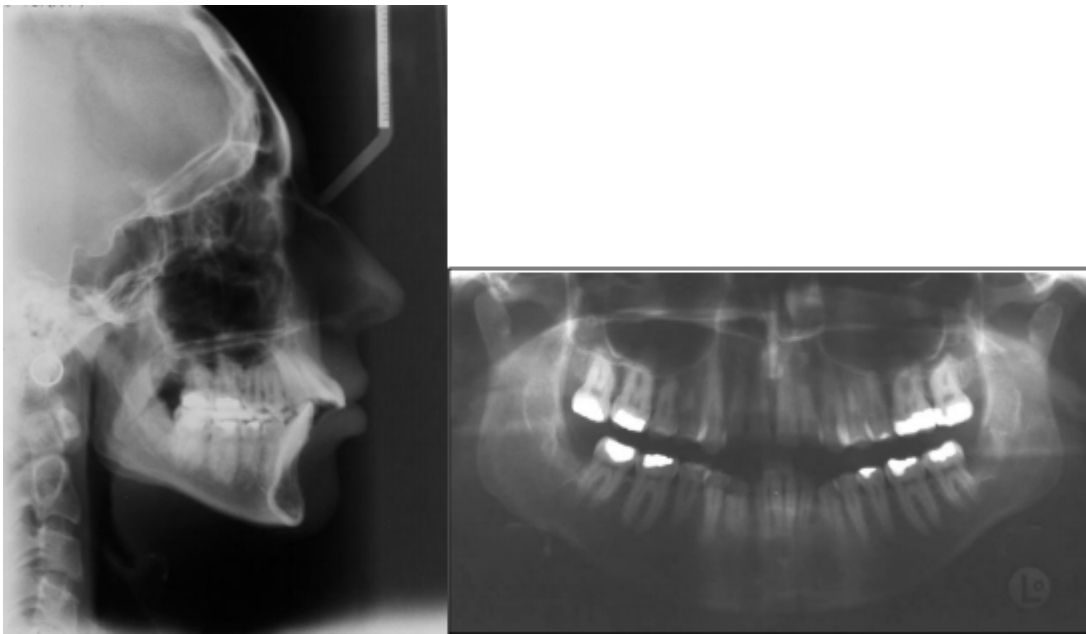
Initialbefund: Fernröntgenseitenbild und Orthopantomogramm.
